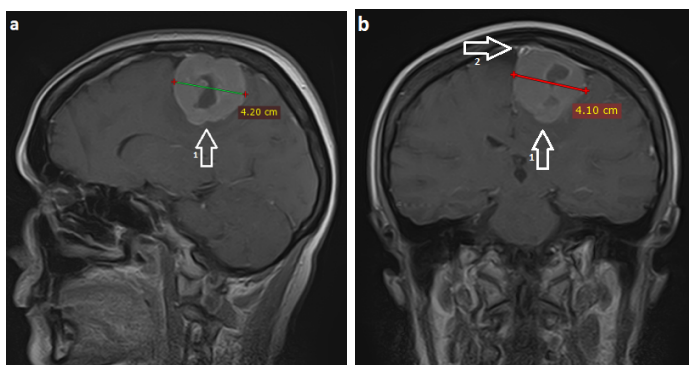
МРТ головного мозку (T1WI із контрастуванням) в сагітальній проекції (а): кістозна парасагітальна менінгіома, із чітко визначеними краями в проекції середньої третини верхнього сагітального синусу. (1) Повздовжній найбільший розмір складає 42 (мм). (b) В коронарній проекції: кістозна парасагітальна менінгіома, із найбільшим поперечним розміром – 41 (мм) (1); без ознак інвазії в верхній сагітальний синус (2). Картина відповідає типу I за класифікацією M.P. Sindou and J.E. Alvernia.
